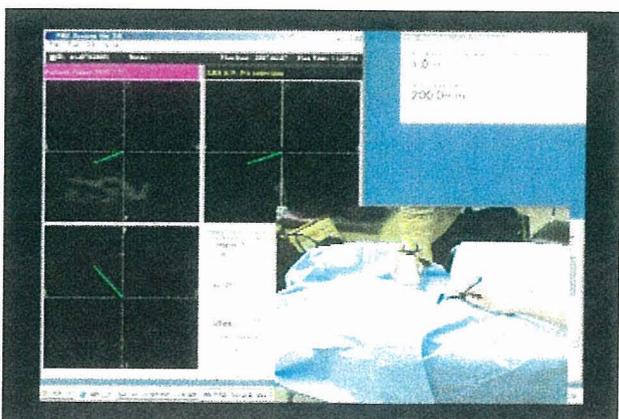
DICOMスライス変換データを用いた超音波ナビゲーション
